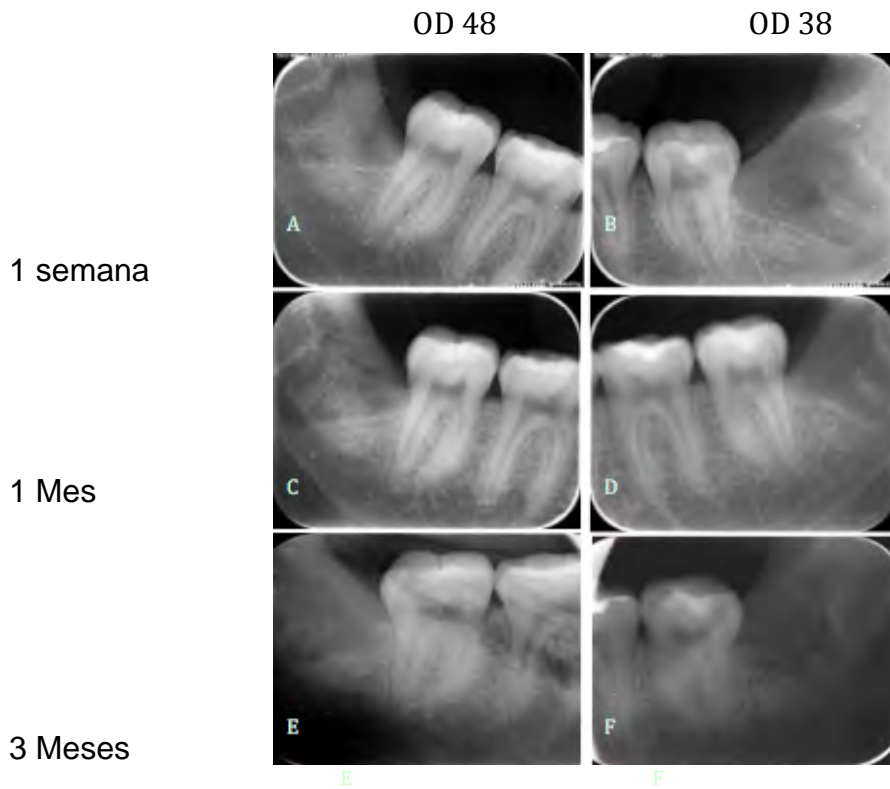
Periapicales de control
